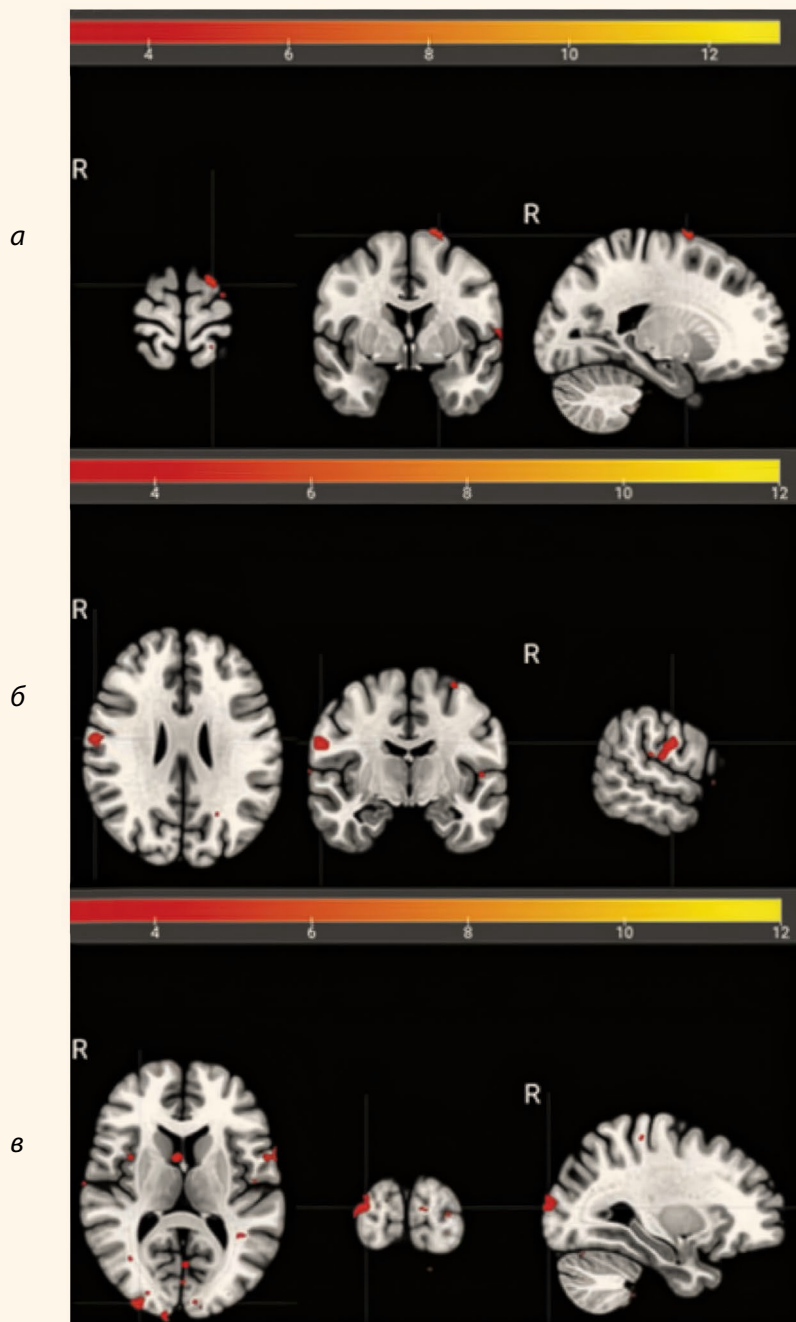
Функциональная МРТ с оригинальной обонятельной парадигмой:
